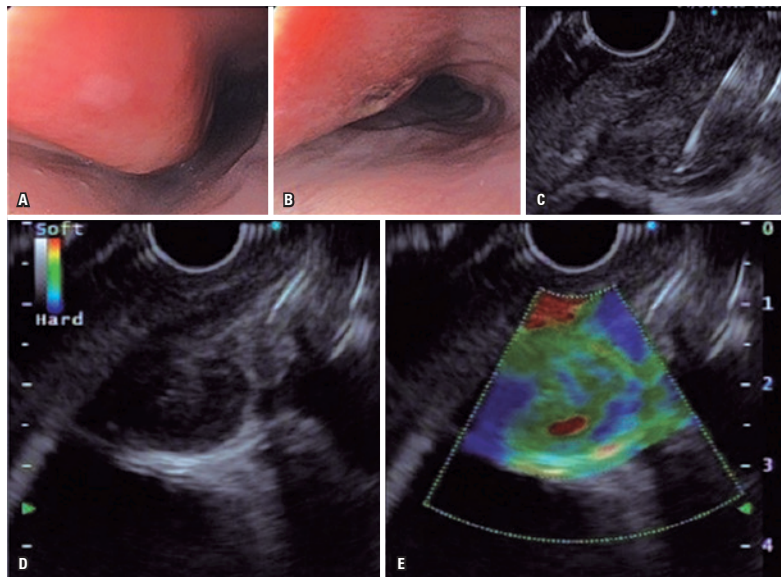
Endoscopia digestiva alta e ecoendoscopia. (A e B) Abaulamento na parede lateral esquerda da parede esofágica, com lesão elevada fusiforme e erosão; (C) Punção ecoguiada do linfonodo mediastinal; (D) Linfonodo hipocogênico, heterogêneo, com centro hiperecogênico, hipervascularizado ao estudo Doppler (*high flow*), tamanho ao redor de 15mm; (E) Elastografia qualitativa com características amolecidas (tons esverdeados)
